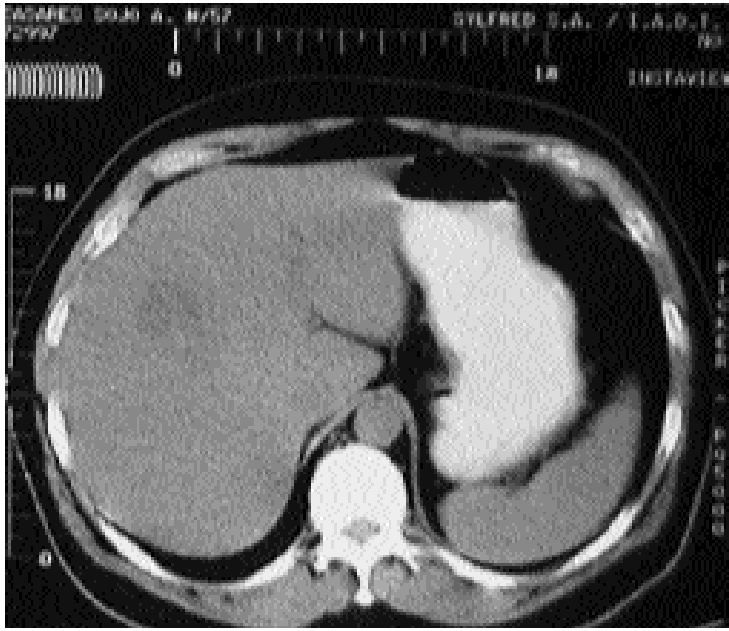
Tomografía computada sin contraste.
